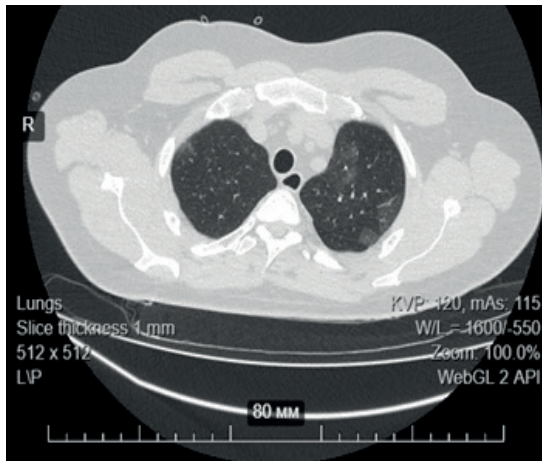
Компьютерная томограмма органов грудной клетки, аксиальный срез. Пациент 40 лет. Диагноз «тромбоз мочной артерии крупных, средних и мелких ветвей с двух сторон»
